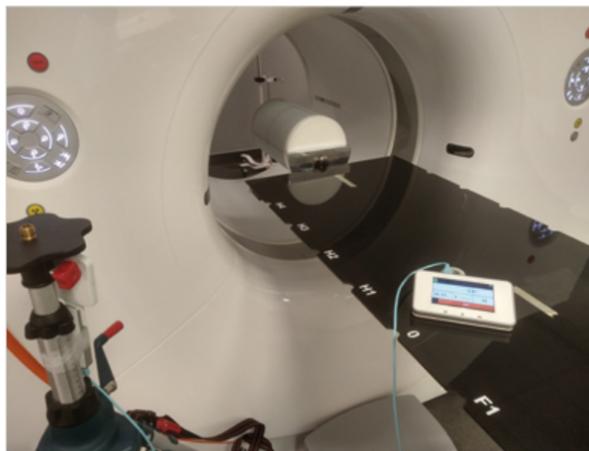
Mesure expérimentale pour mesurer le rayonnement diffusé lors d'un examen TDM du fantôme de CQ quotidien.
